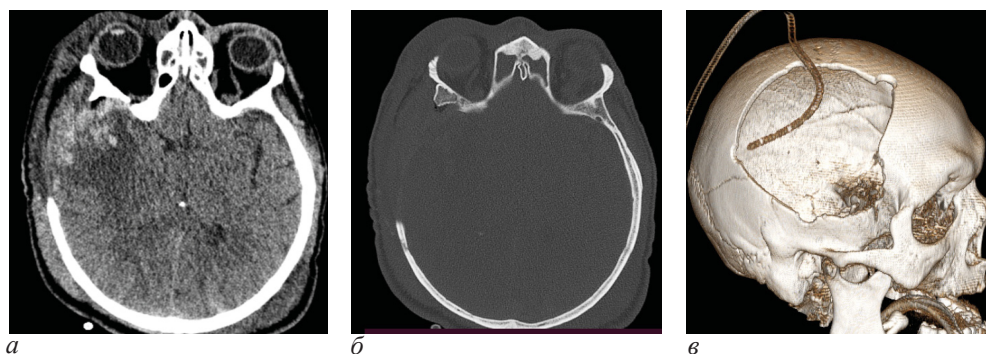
Клиническое наблюдение 4. Контрольная МСКТ головы через сутки после операции: а – мягкотканый режим; б – костный режим; в – 3D-режим костей черепа
